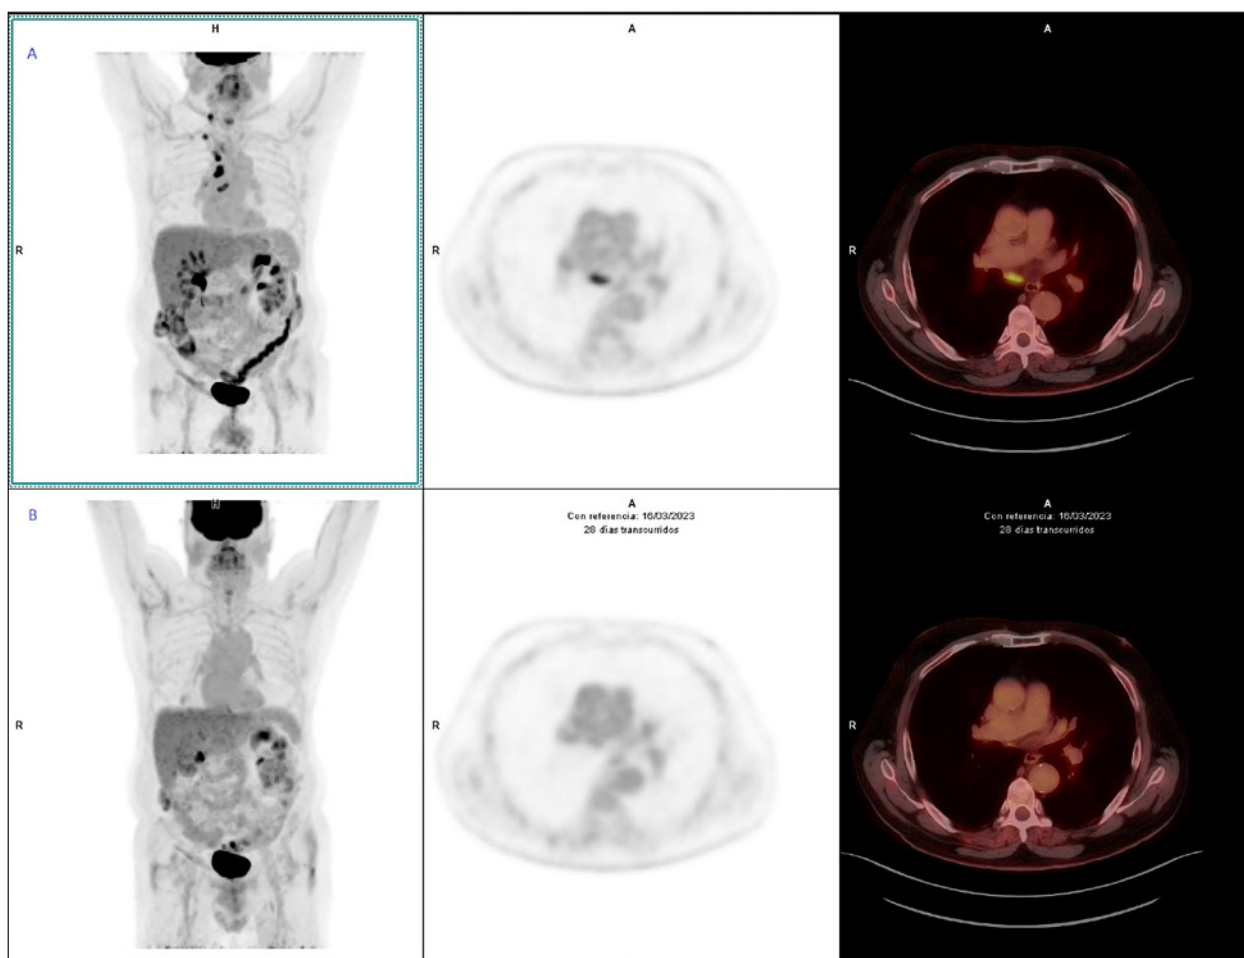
A. Estudio basal: proyección de máxima intensidad (MIP) y cortes axiales de PET y PET/TC, que muestran múltiples adenopatías hipermetabólicas, correspondientes a enfermedad ganglionar metastásica, en regiones cervicales derechas y mediastínicas: 2R (SUVmax= 4.3), 4R (SUVmax= 8), 10R (SUVmax= 2.9). A la derecha, en ventana de partes blandas, se muestra la adenopatía hipermetabólica en sector 7 (SUVmax= 4.7).
